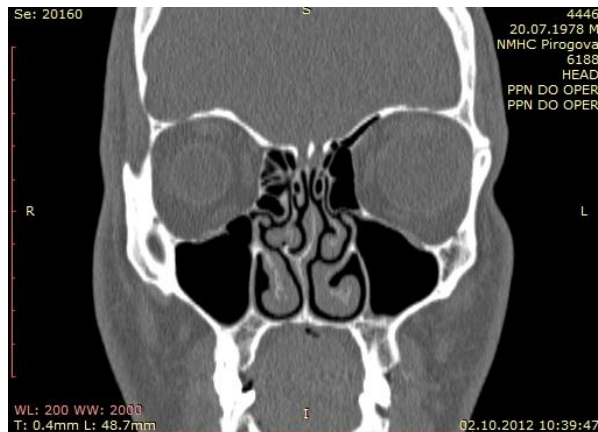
КТ пациента Б. во фронтальной проекции до хирургического лечения. Определяются выраженная деформация перегородки носа, деформация правой средней носовой раковины и гипертрофия нижних носовых раковин.
